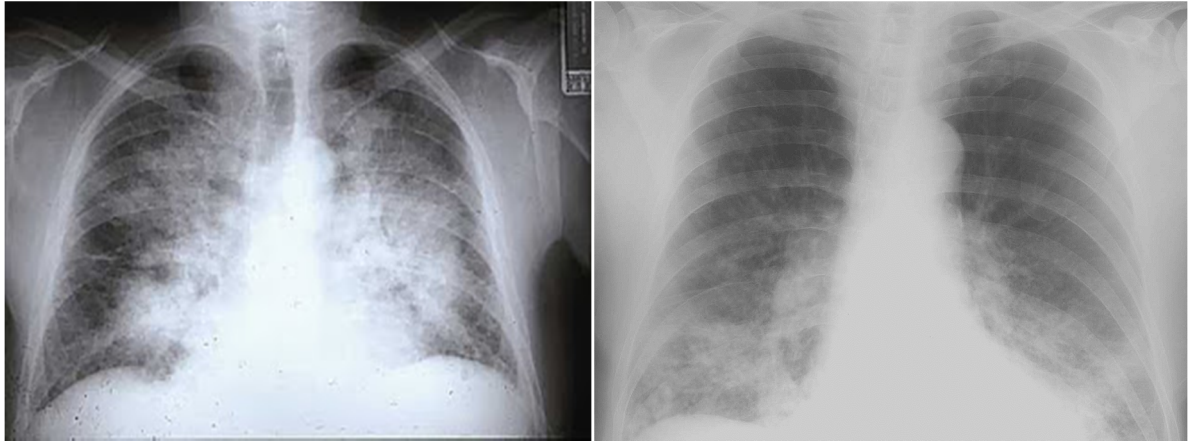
Radiographie de thorax montrant une pneumopathie d'inhalation (à droite) et un œdème aigu pulmonaire (à gauche) [138]
